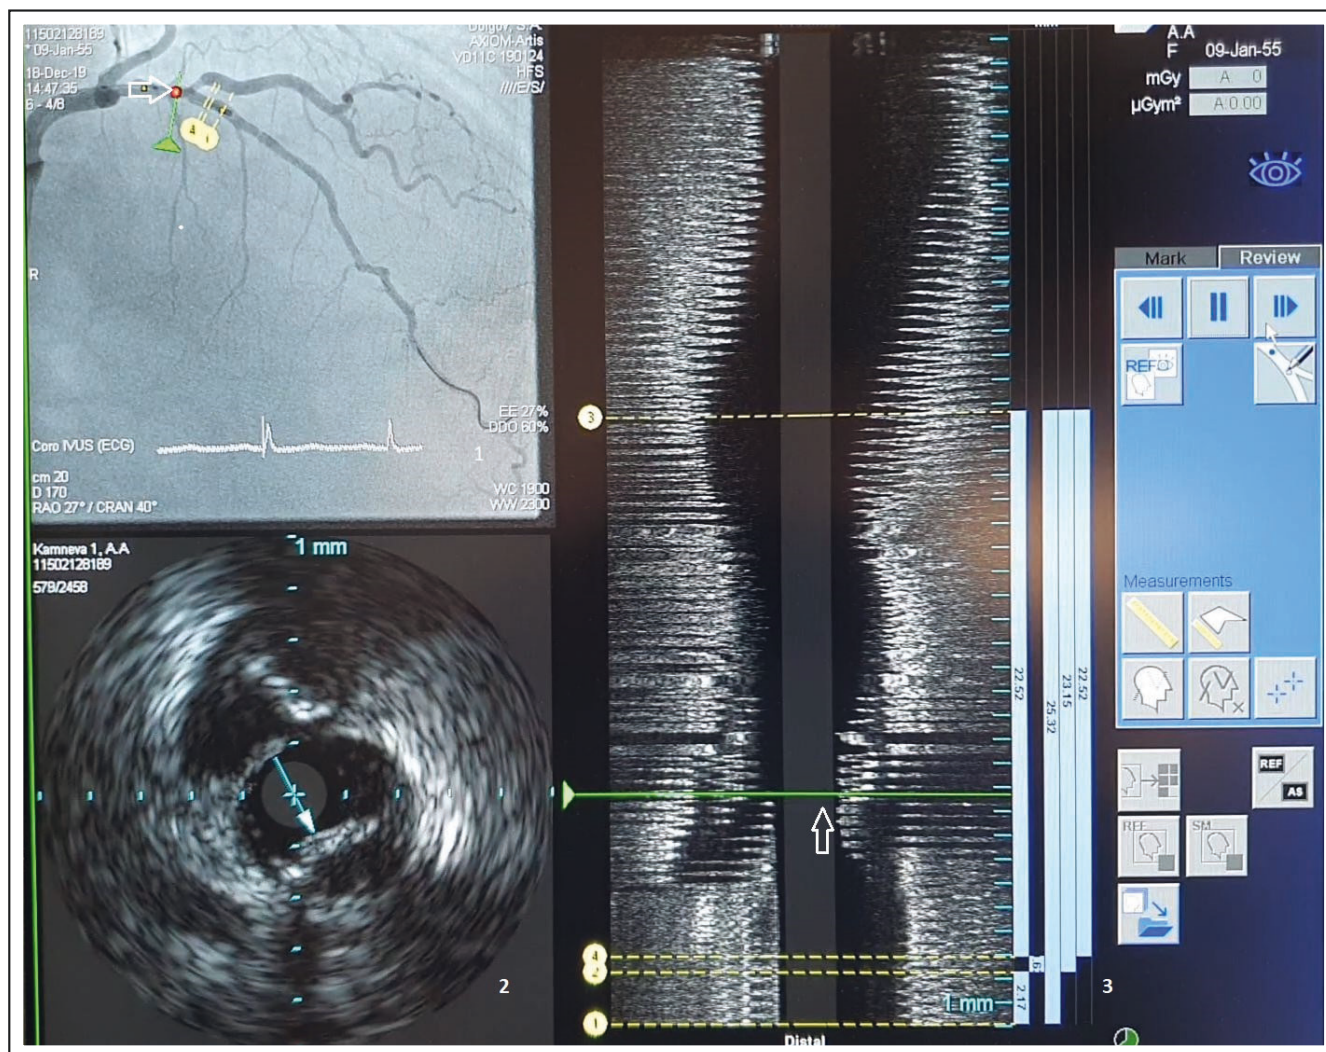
Окно ангио-ВСУЗИ-ко-регистрации программы IVUS Map.
